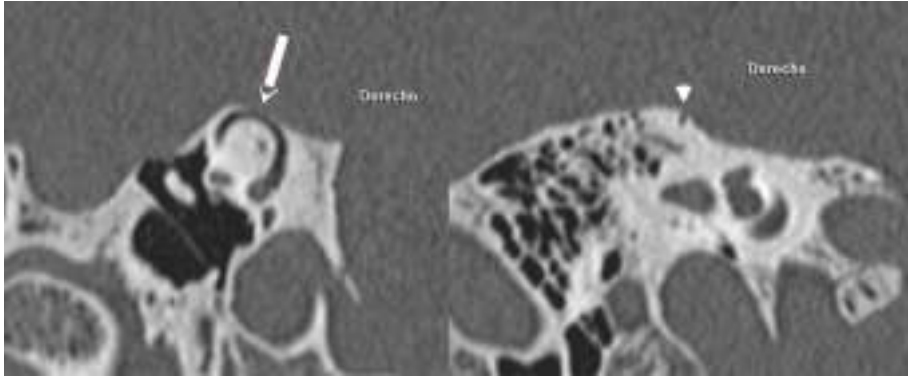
Figura I A y B. Corte coronal y axial de TC peñasco derecho, que muestra dehiscencia del conducto semicircular superior (flecha).
